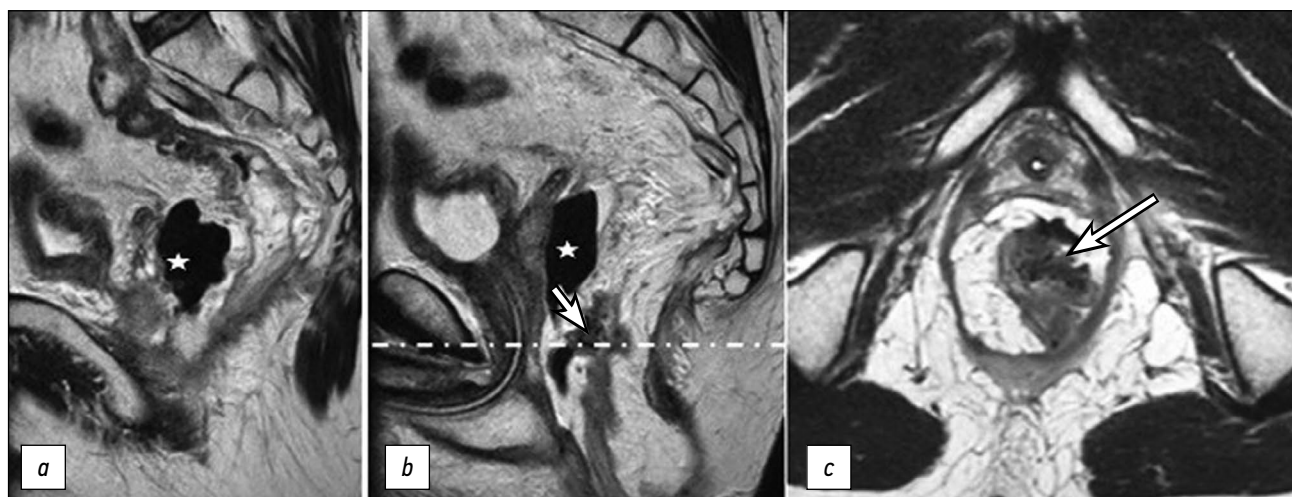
Магнитно-резонансные томограммы малого таза на 6-й послеоперационный день в режиме T2: два соседних сагиттальных среза с верхним (а) и нижним (b) участком низведённого сегмента толстой кишки с сохраняющимся диффузным отёком стенок; аксиальный срез (с) на уровне пунктирной линии. Дефект в передней стенке колопластического резервуара (стрелка) с формированием пристеночной воздушной полости (звёздочка).
